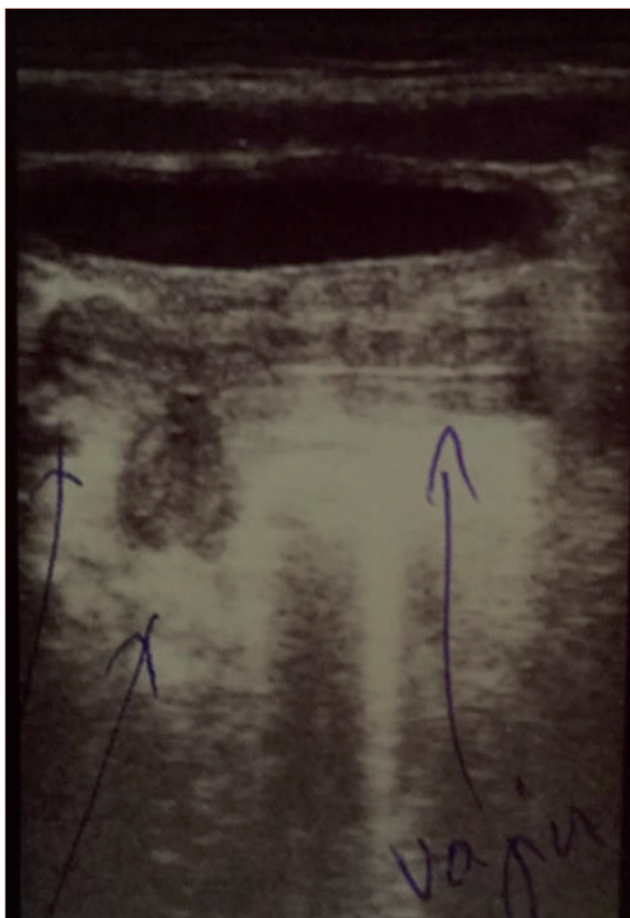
Ultrasound after surgery
